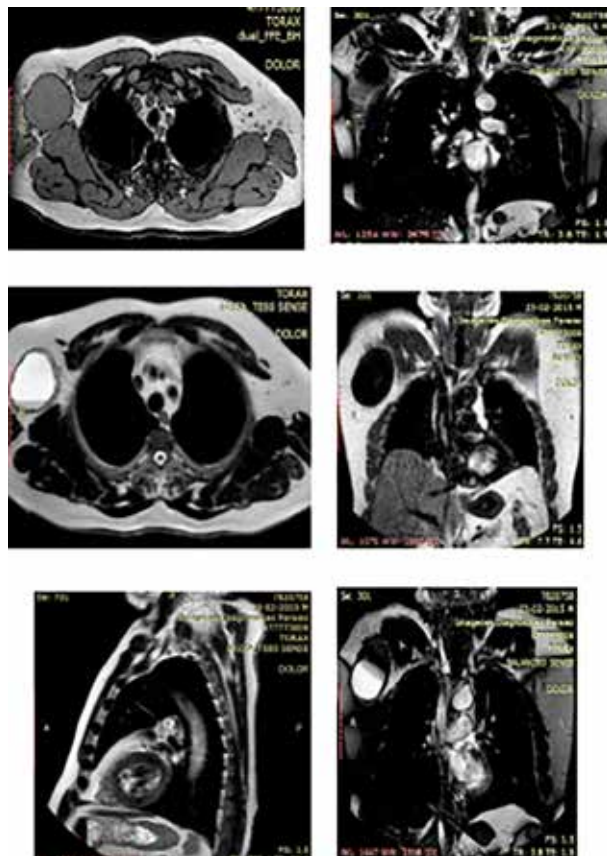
Resonancia magnética. Imagen axial, coronal, sagital con y sin contraste. Técnica predominio de T1, T2 revelan la presencia de lesión ocupante de espacio ovalada de 7,3 cm x 6,2 cm x 10 cm en región axilar medial derecha, discretamente hiperintensa al músculo en T1, doble señal en secuencia T2 y supresión de grasa en relación con alto contenido proteico-material purulenta. Presencia de pared gruesa con deformidad de la superficie cutánea, sin embargo, no hay edema significativo de los tejidos blandos peri-lesionales.
